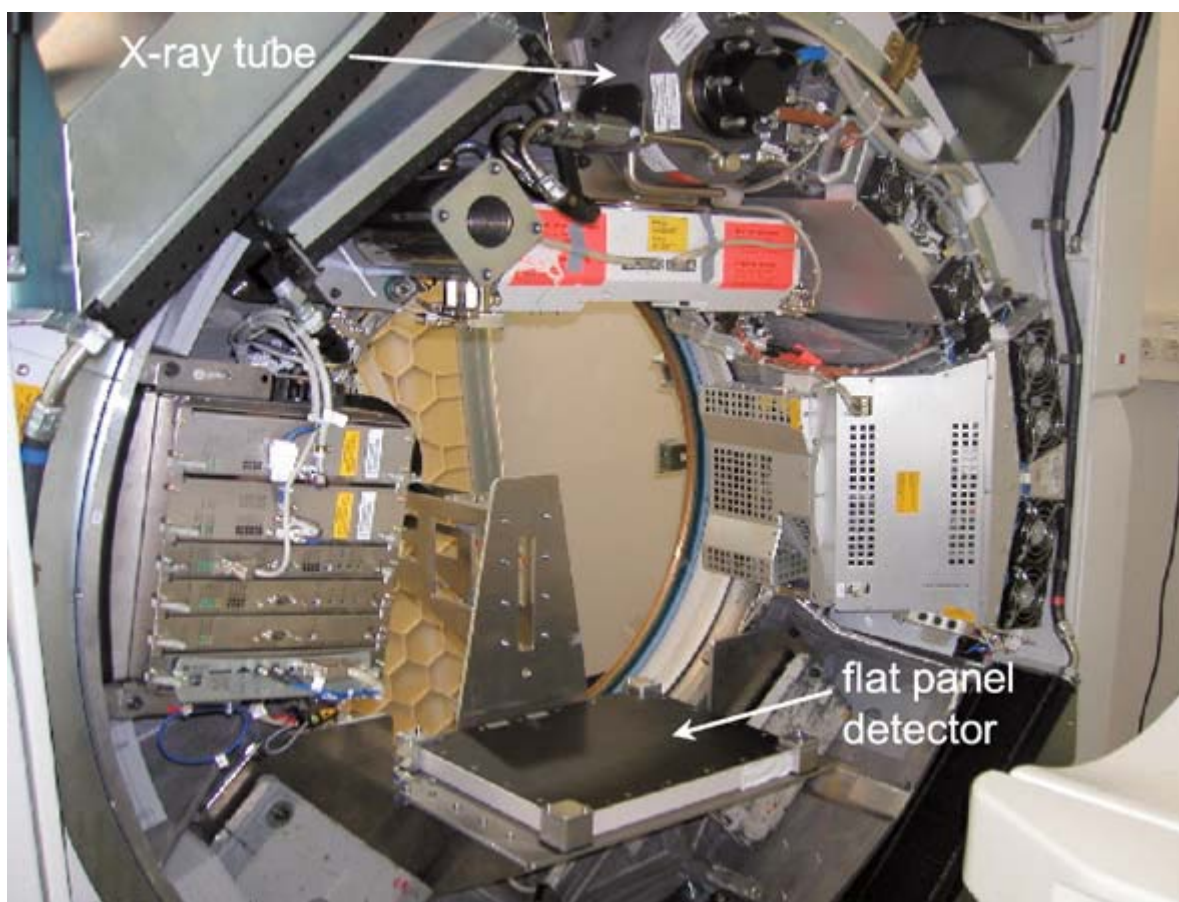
Prototipo di uno scanner CT cono-fascio, dotato di un rivelatore di piatto. Per gentile concessione della SiemensMedical Solutions
